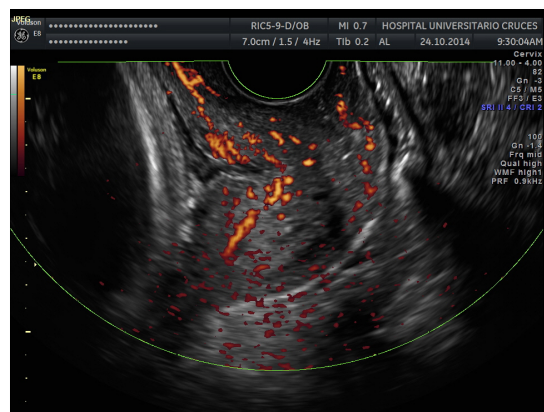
Captura ecográfica con vascularización del cérvix mediante Power Doppler.
